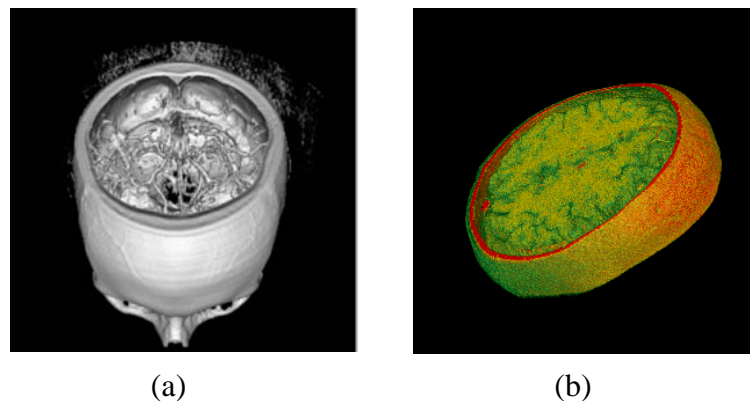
Imagens gerada por VV (cortesia do Centro de Radiologia do Hospital Moinhos de Vento de Porto Alegre-RS): (a) Imagem de dados volumétricos obtidos via CTA espiral de estruturas vasculares do cérebro; (b) Imagem gerada a partir de dados adquiridos através da MRA relativa a um corte de uma cabeça humana, onde estruturas diferentes (pele, estruturas vasculares, cérebro) foram isoladas por diferentes cores.
